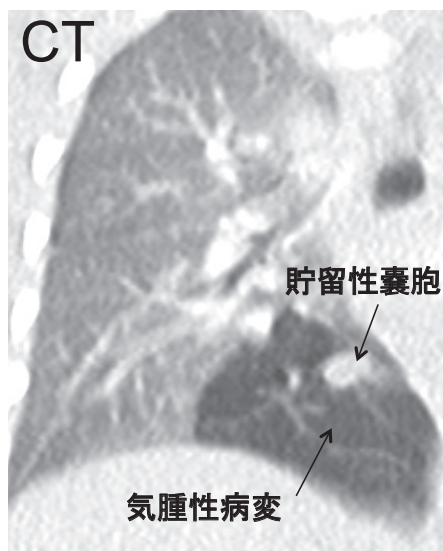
CCAM 2型を合併したB¹⁰亜区域気管支閉鎖症例での術前CT所見
